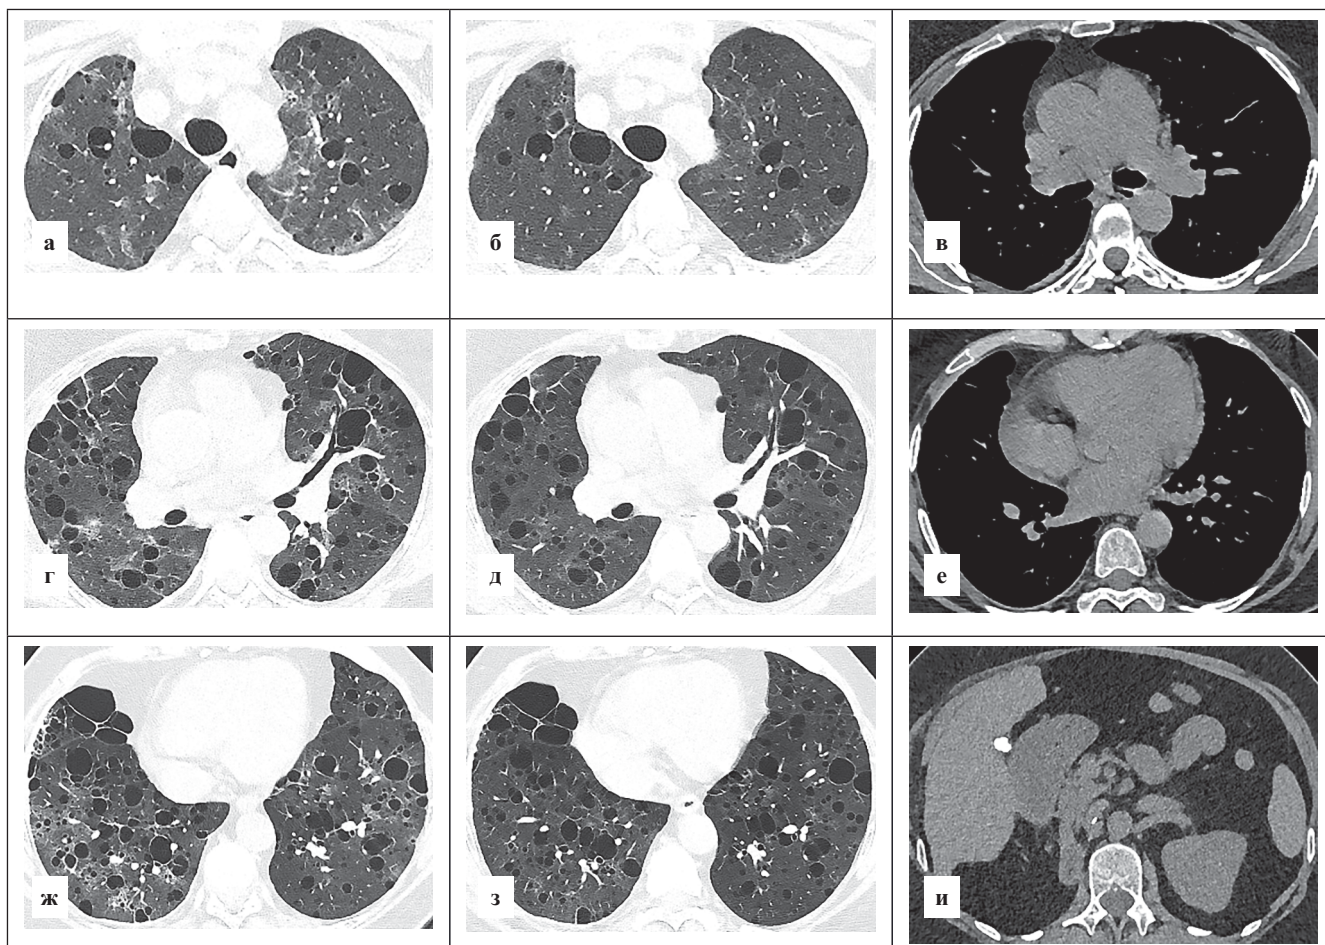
Компьютерная томограмма больной П., 1965 года рождения. Пояснения в тексте
